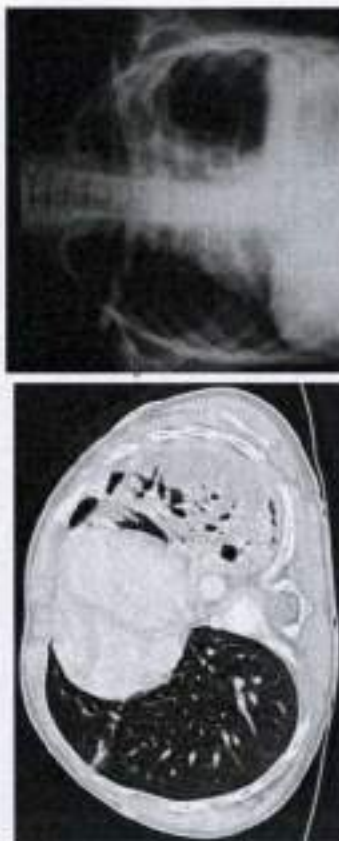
МСКТ грудной клетки: нифльтрация нижней доли левого легкого с множественными воздушными полостями деструкции.
